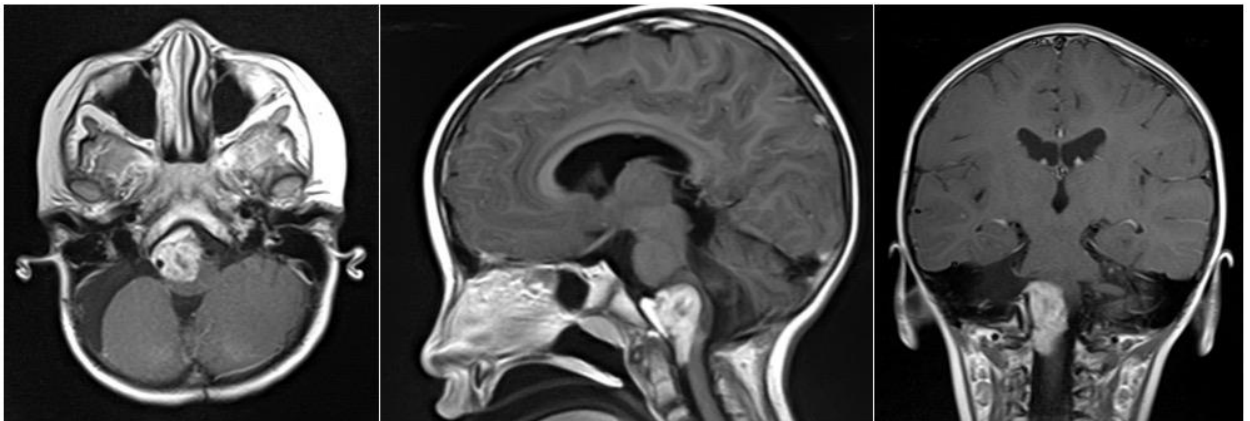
Данные дооперационной МРТ пациентки Г.
